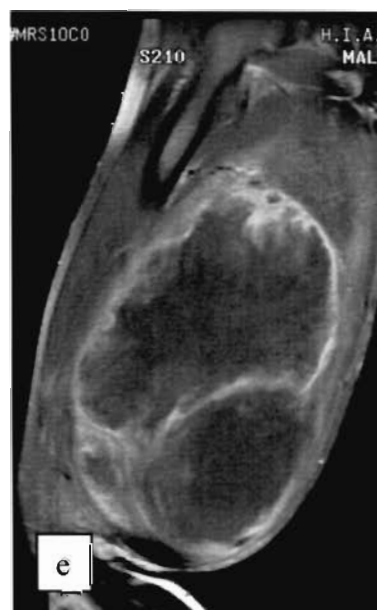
(cas 10) : IRM avec coupes sagittales T1 (a), T2 fatsat (b et c), T1 gado fatsat (d et e)
